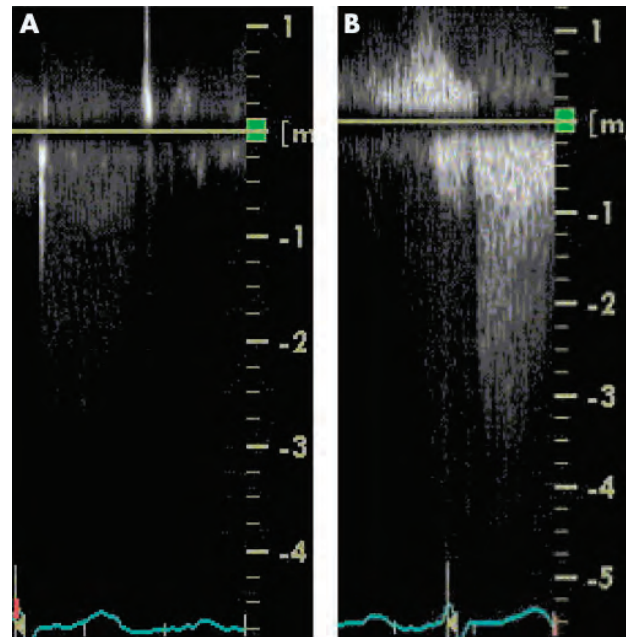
Realce de la señal Doppler del flujo a través de la válvula aórtica, mediante inyección de 0.5 ml de SonoVue.
